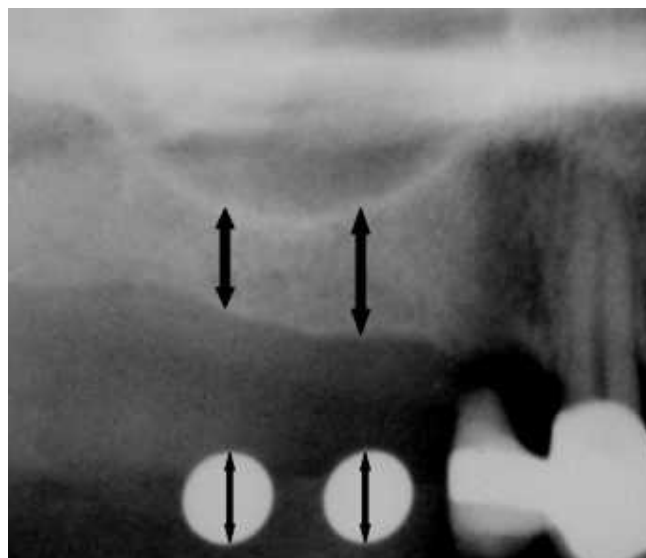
Messstrecken im Ausschnitt eines Orthopantomogrammes
